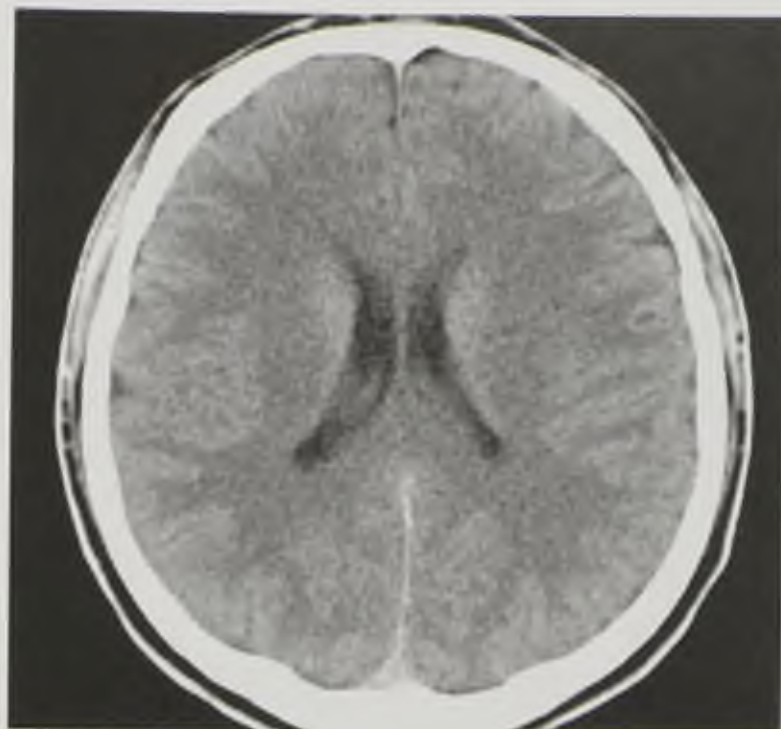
Компьютерная томограмма головного мозга в аксиальной плоскости. Норма
